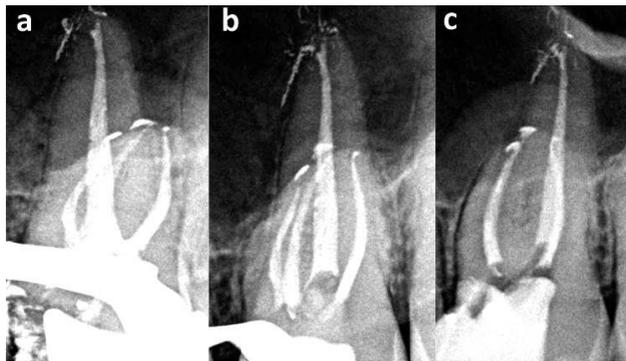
Extrusión de material de obturación producida durante la condensación vertical en las tres raíces de un primer molar superior izquierdo. En la raíz palatina, la cantidad de material extruido es mayor, probablemente debido a la existencia de un conducto lateral. 5a) Radiografía mesiorradial. 1b) Radiografía ortorradial. 1c) Radiografía distorradial.
